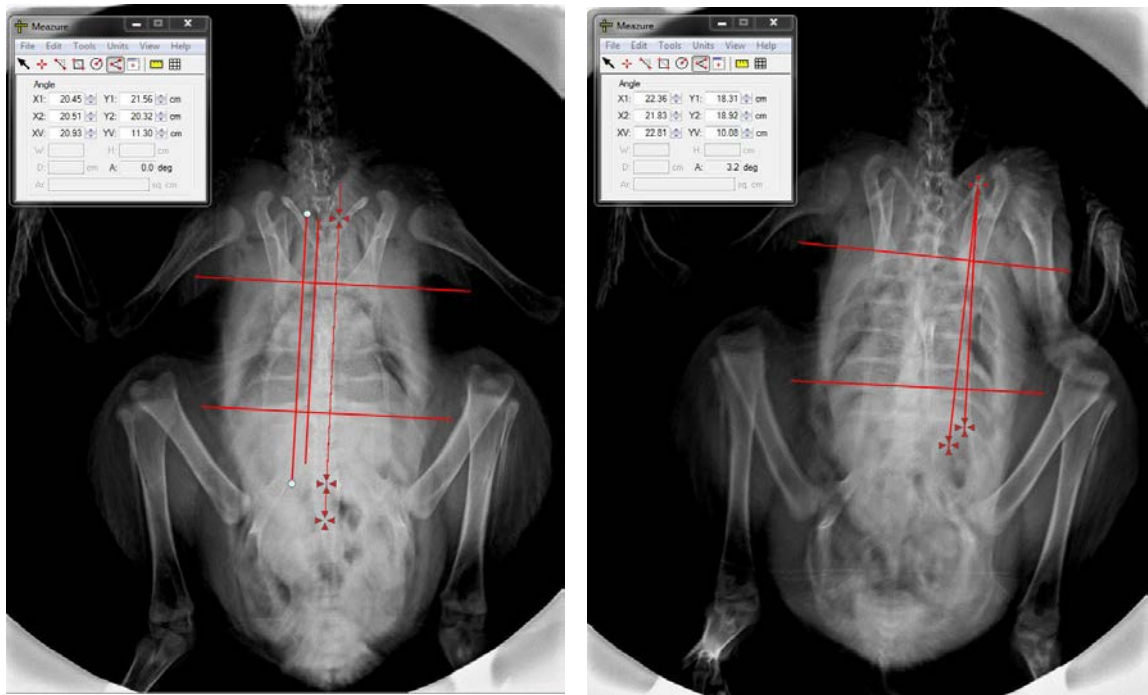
Animales de la fase de obtención de datos del efecto a medir a las 6 semanas. (Izquierda) Suero salino fisiológico paravertebral (sin toxina botulínica). (Derecha) Toxina botulínica paravertebral a dosis de 5UI/kg. En ambos casos se aprecia ausencia de deformidad. (Imágenes del autor, radiografía simple y aplicación del *Software Meazure 2.0*®)
